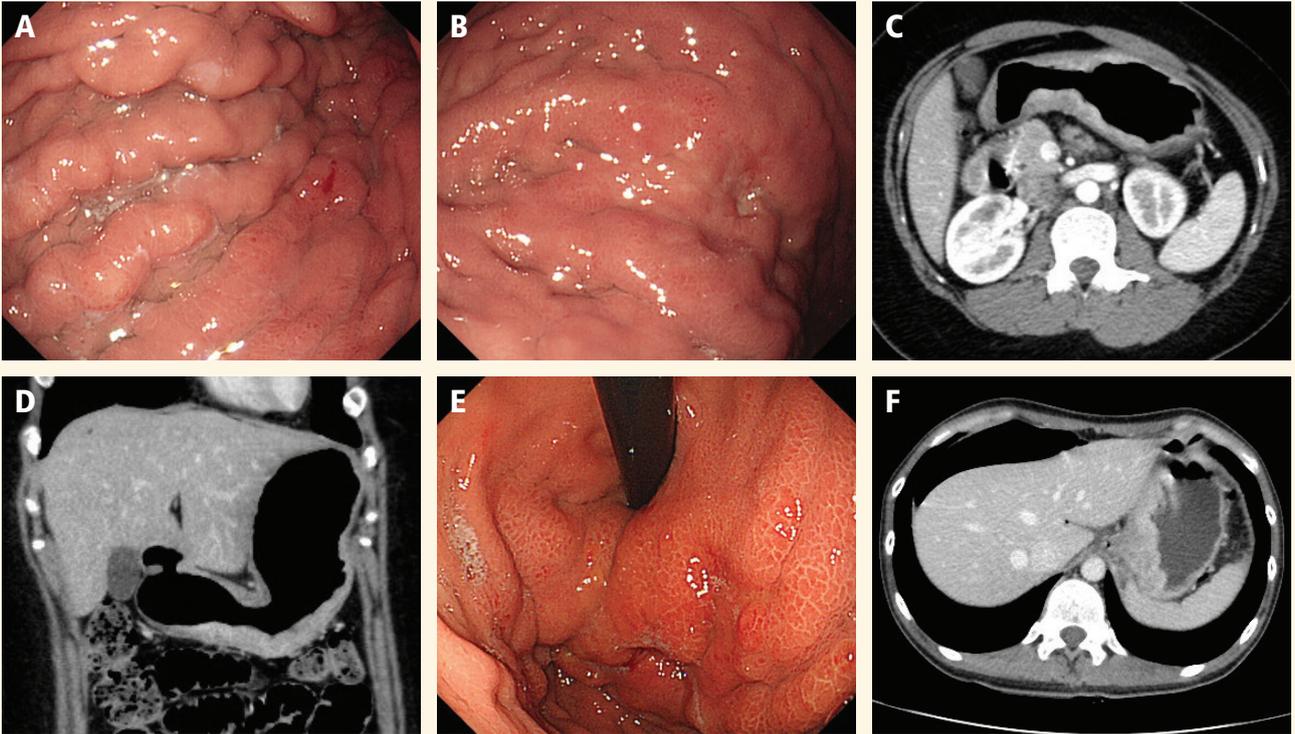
보만4형 진행성 위암의 내시경 소견과 CT 소견의 비교
